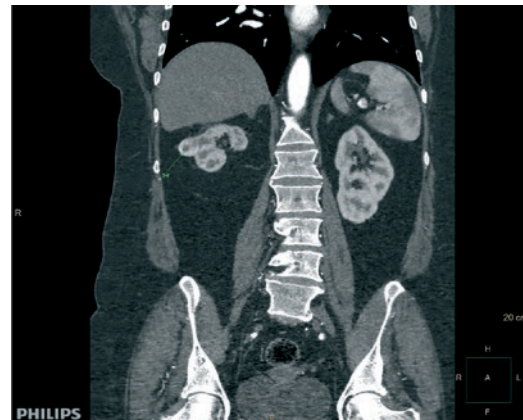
Спиральная компьютерная томограмма почек. Гиперваскулярное образование правой почки размерами 21 мм, неравномерно накапливающее контрастный препарат
